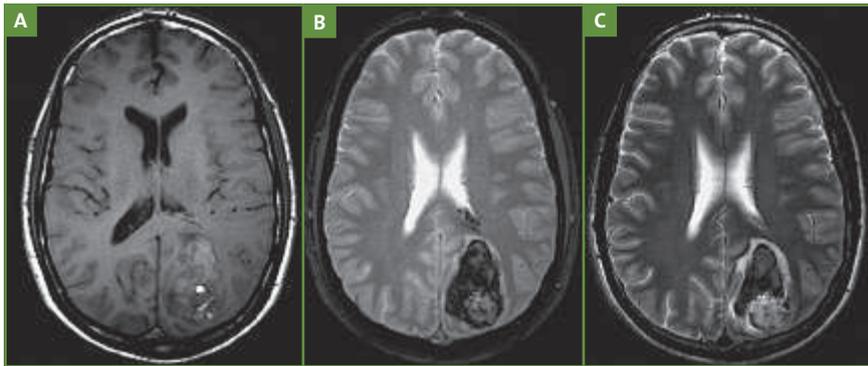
HIC secondaire à un cavernome. L'IRM encéphalique retrouve un hématome occipital gauche avec présence à sa partie postérieure un cavernome apparaissant comme une image nodulaire hétérogène en séquence T1 (A) avec une association de zones en hypersignal, isosignal et hyposignal. En séquence T2EG (B), aspect hétérogène typique en "poivre et sel" entouré d'un liseré d'hemosidérine apparaissant en hyposignal. En séquence T2 (C), aspect du cavernome en hypersignal alors que l'hématome apparaît en hyposignal.
